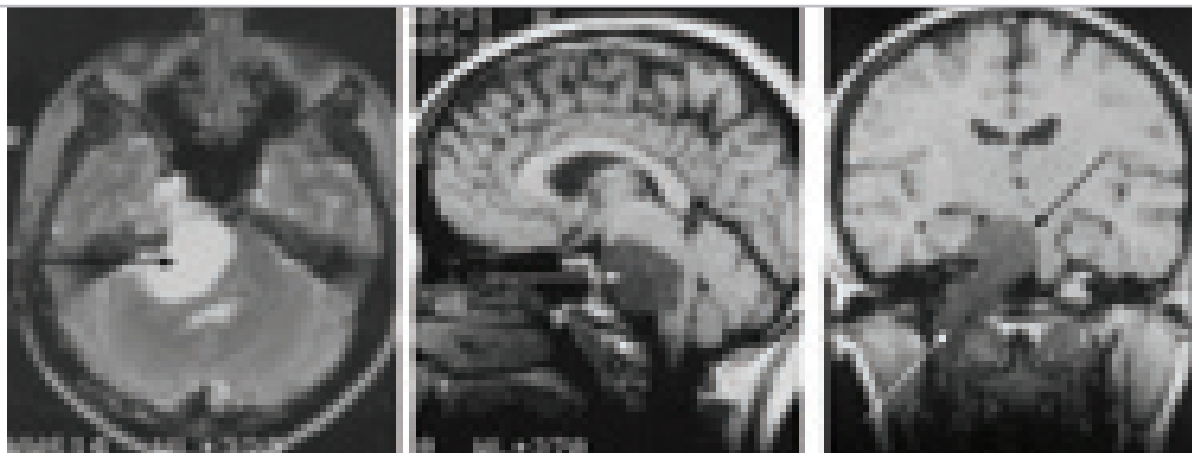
МРТ больной М. 35 лет до операции. Хордома паракливусной локализации с выраженным интракраниальным ростом в ЗЧЯ. Аксиальное изображение – Т2-взвешенное МРТ, сагитальное и фронтальное изображение – Т1-взвешенное МРТ.
